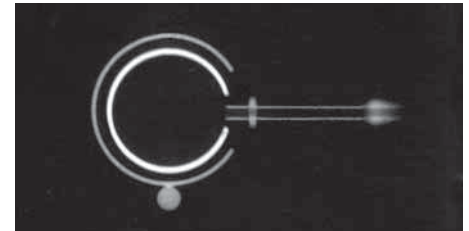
Röntgenbild des LAP-BAND AP™ Systems, kleiner Anschlussport II, Ober- oder Untersicht
